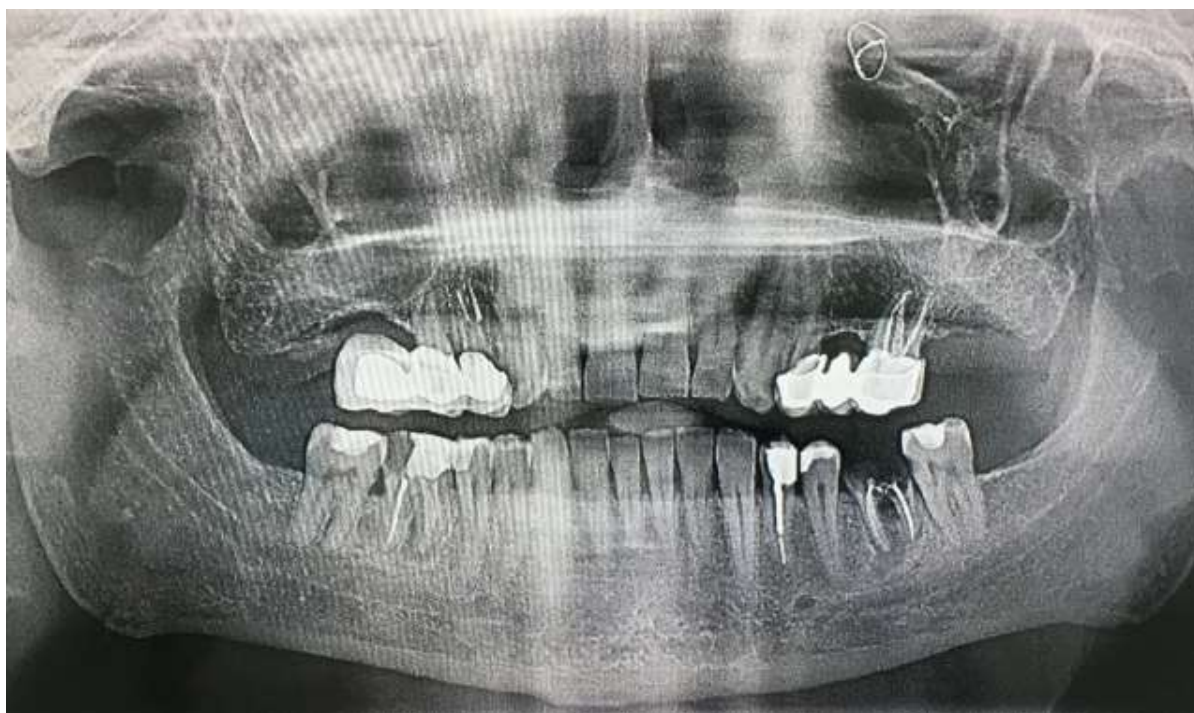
Ortopantomografía inicial del paciente.
